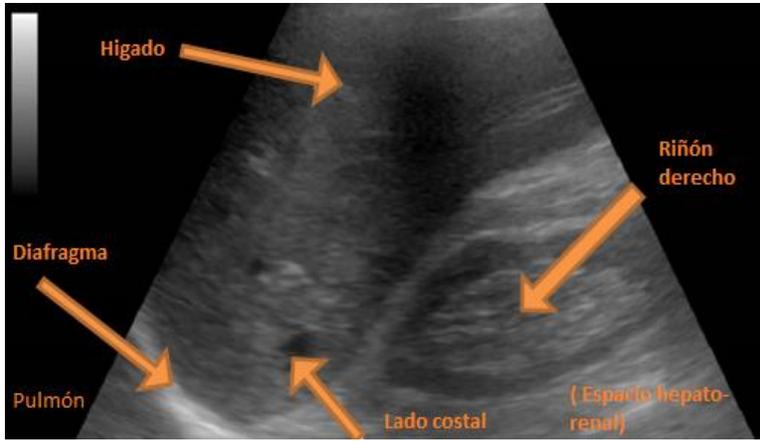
Elementos ultrasonido de diafragma.
